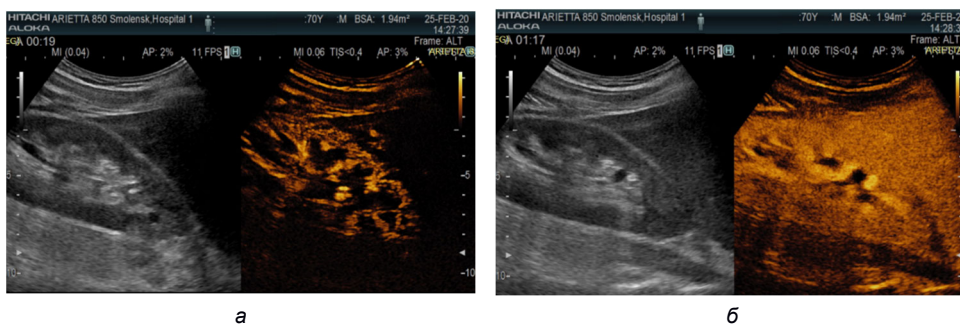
Методика оценки качественных параметров КУУЗИ правой почки: а – кортикальная фаза (19 с); б – кортико-медуллярная (1 мин 17 с)
